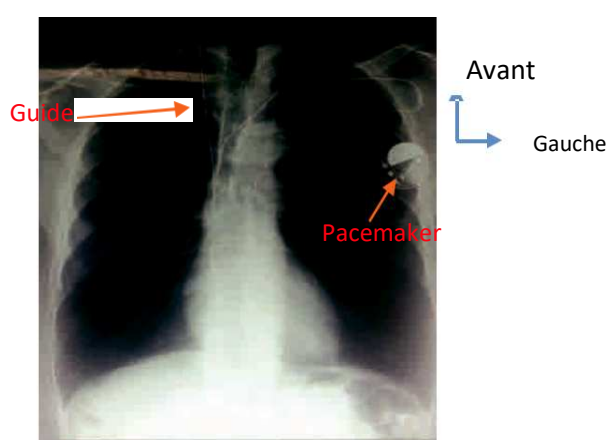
radiographie du thorax de face (guide ayant migré et pace maker en place ; absence d'autre anomalie particulière)
